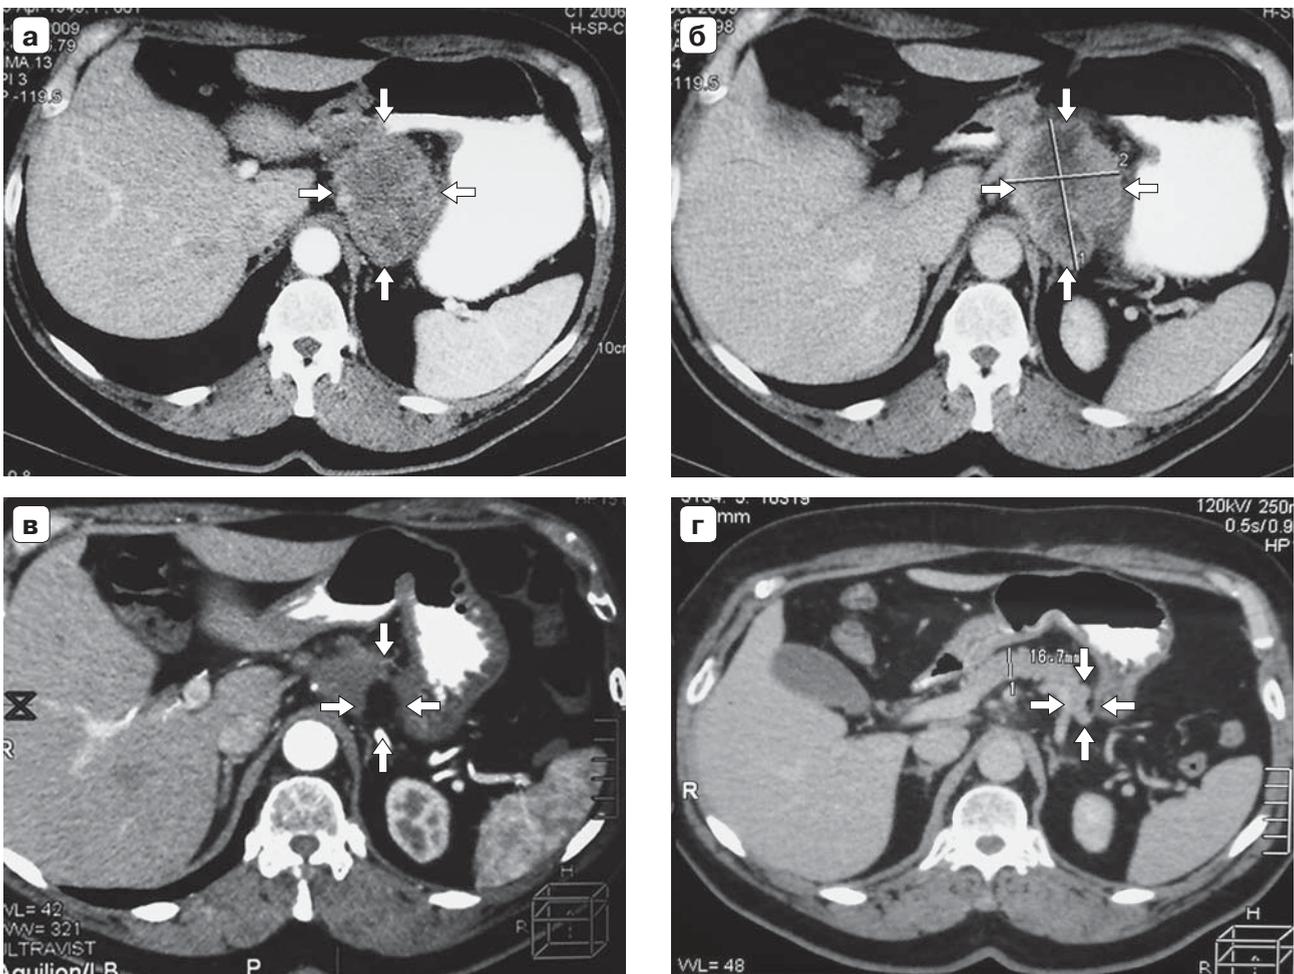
Компьютерная томограмма. Рак поджелудочной железы IV стадии: а – до УЗА (опухоль указана стрелками); б – через месяц после УЗА (здесь и далее зона воздействия указана стрелками); в – через год после УЗА; г – через 2 года после УЗА.
